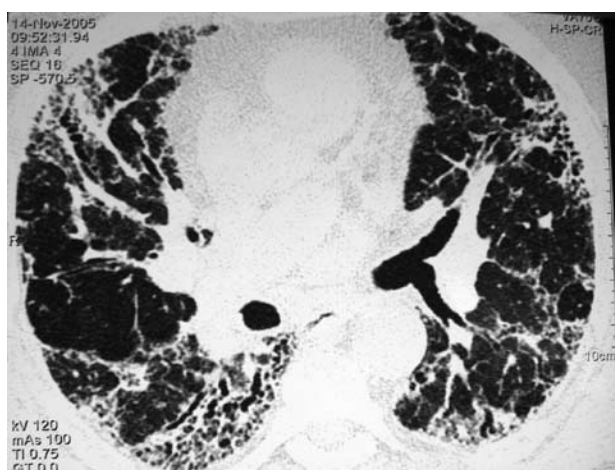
HRCT απεικόνιση στο επίπεδο 4 μετά τη θεραπεία του τρίτου ασθενή.
